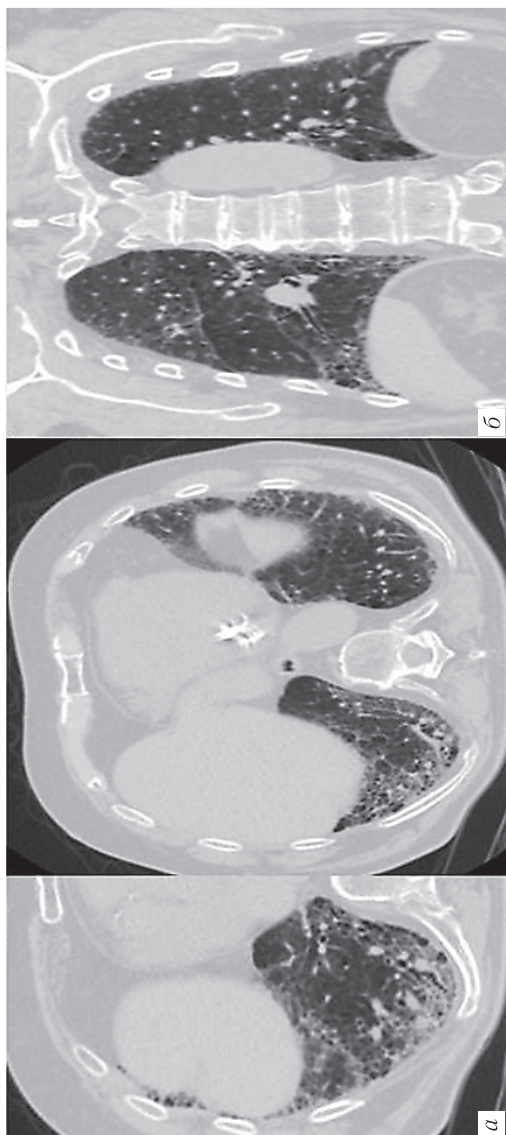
На аксиальных (а) и коронарных (б) КТ-изображениях пациента определяются преимущественно субплевральные ретикулярные изменения с тракционными бронхоэктазами. «Сотовое легкое» не выражено. На коронарных реконструкциях отчетливо определяется преобладание изменений в базальных отделах
